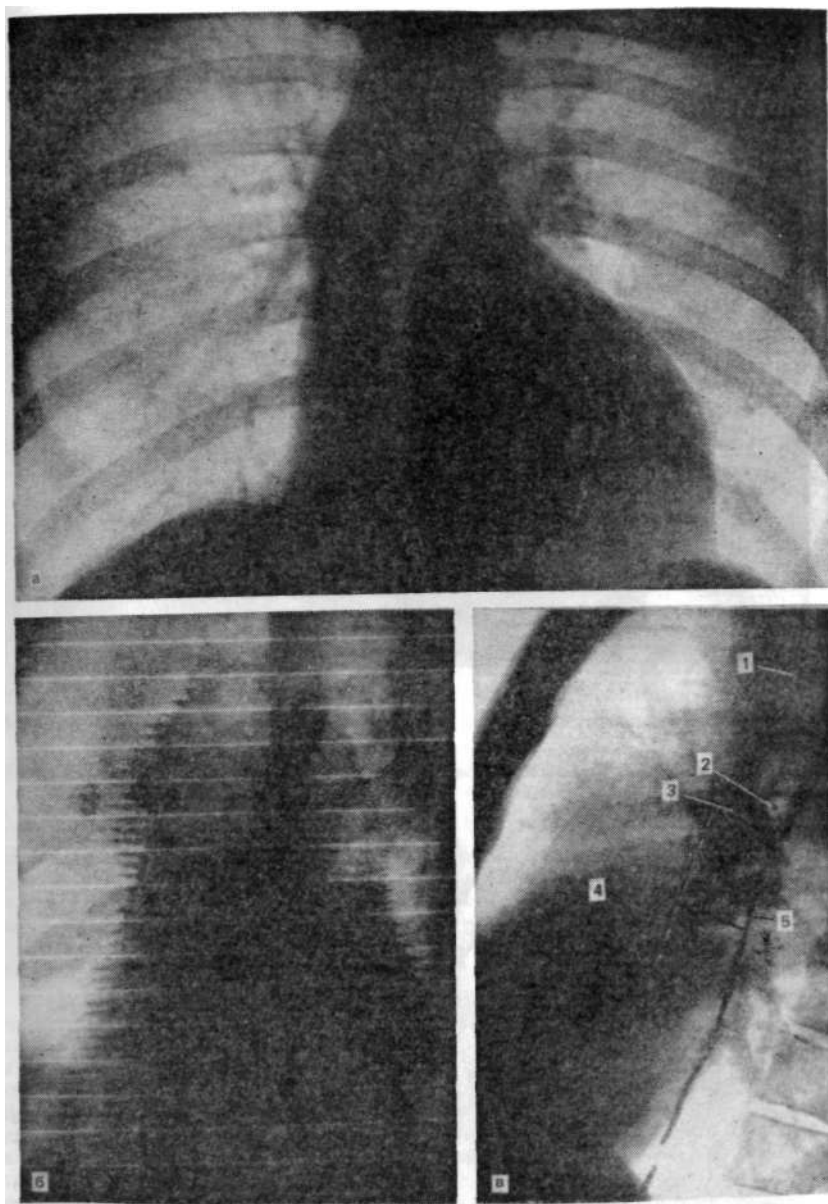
Рентгенограммы больного И. М.
